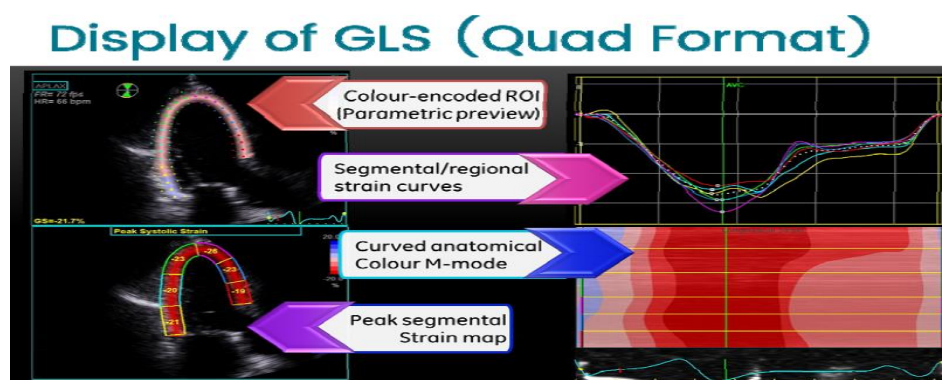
Elemente de nomenclatură în ecografia speckle tracking
